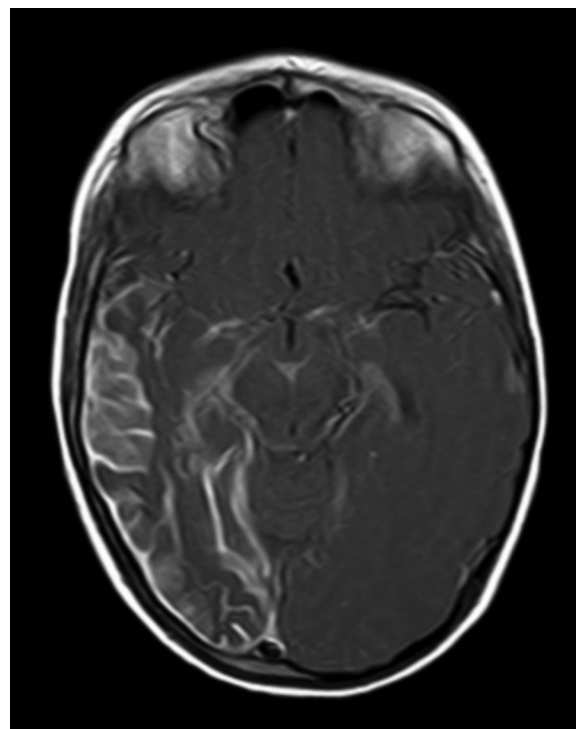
Resonancia magnética craneal en secuencia T1 con contraste que muestra angiomatosis leptomeníngica con atrofia secundaria en la región temporooccipital derecha.
